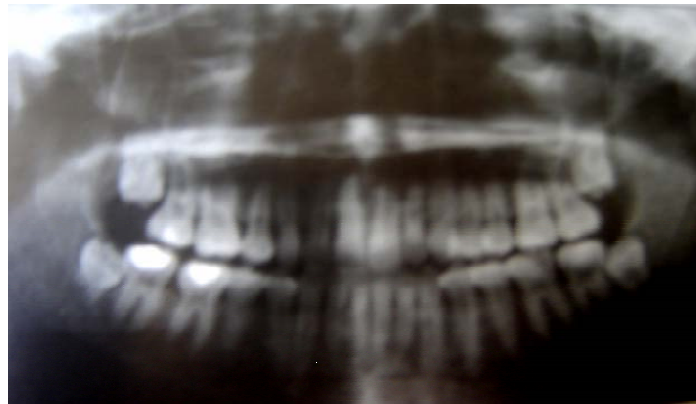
Ortopantomografía<sup>(12)</sup>
